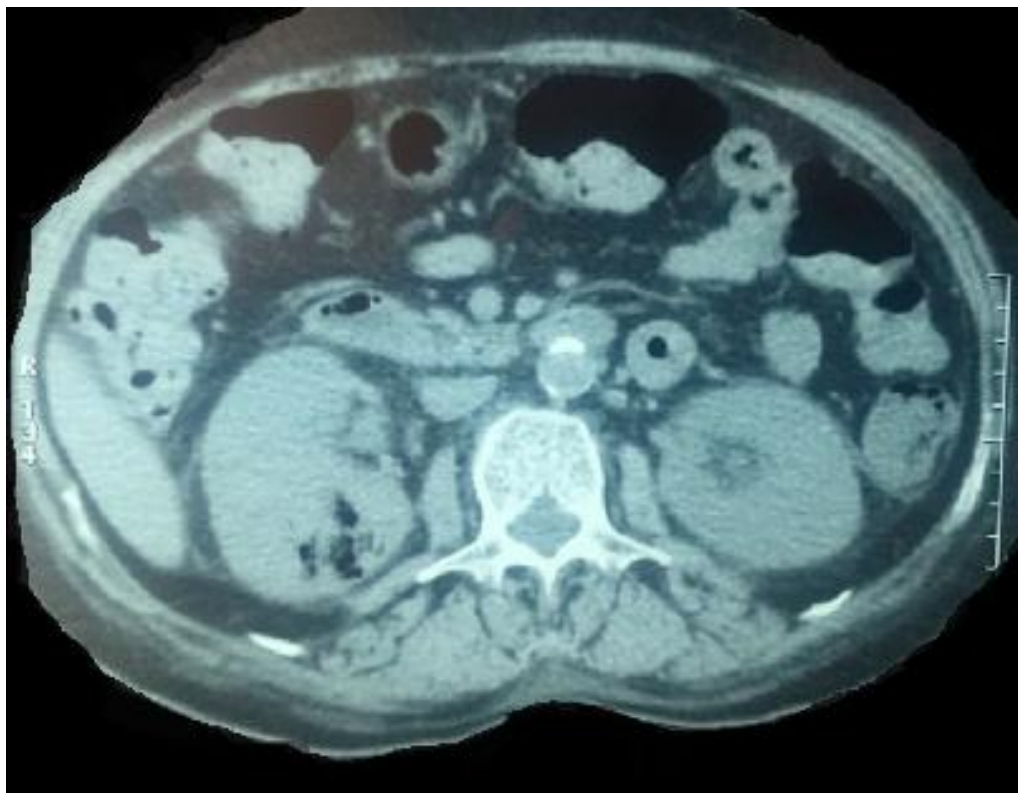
Coupe axiale tomographique montrant une pyélonéphrite emphysemateuse droite stade 2, selon la classification de Huang et Tseng [122]
